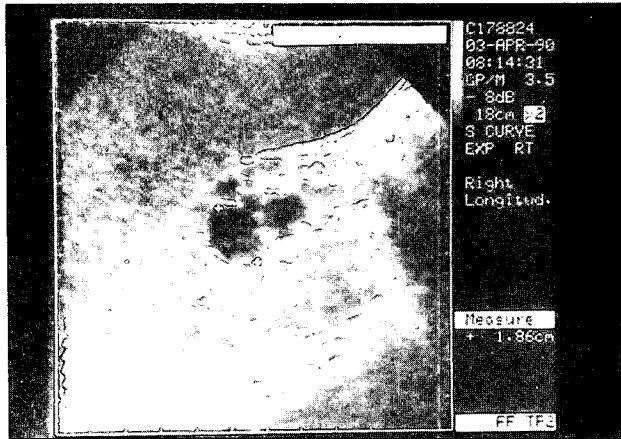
E.R.Q.A. Ecografía abdominal.
